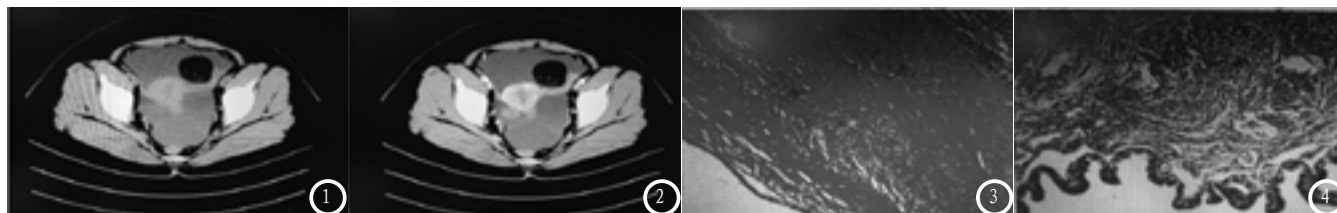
CT平扫示左侧卵巢实性点状, 形态不规则, 增强后明显强化, 右侧卵巢囊性点状, 增强后周围稍强化; 图3-4 左卵巢囊性成熟畸胎瘤, 网膜血管扩张、充血, 右侧卵巢性索间质肿瘤伴囊性变
